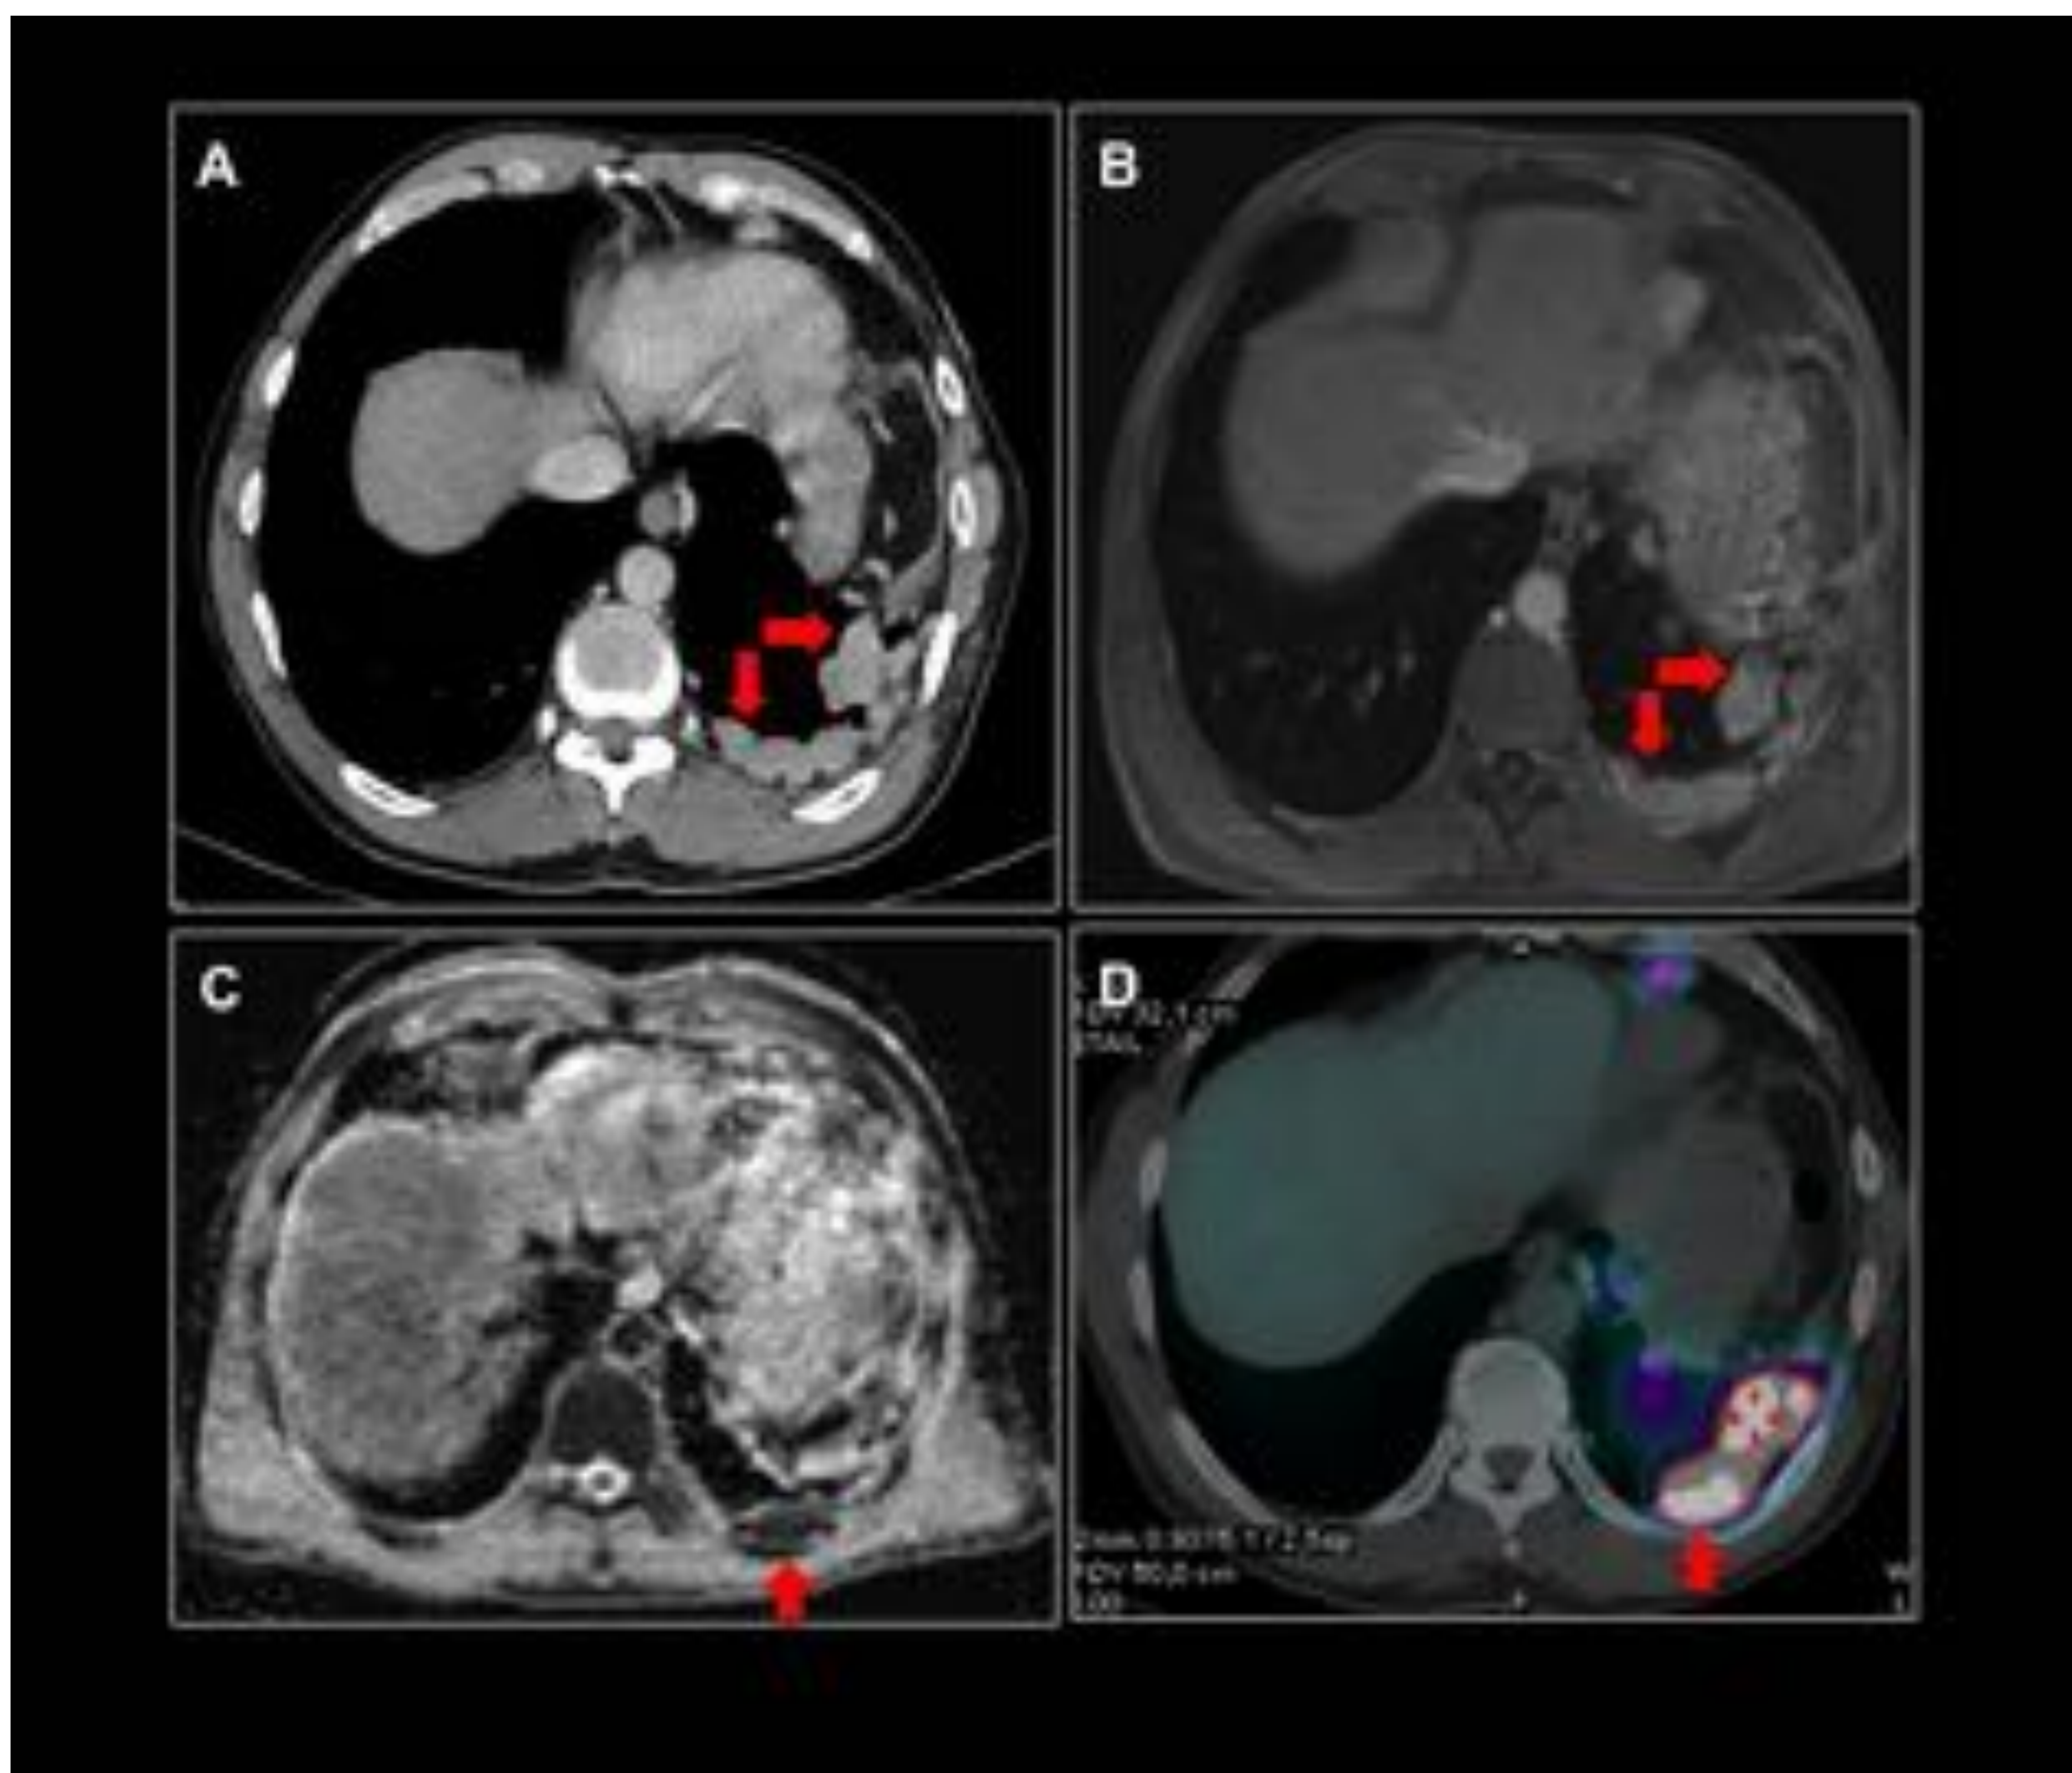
Esplenosis torácica. Tc tórax con contraste (A). RM tórax: Axial T1 con contraste (B), Axial DWI (C), Gammagrafía con hematíes labilizados marcados con ^{99m}Tc . Paciente con antecedente de traumatismo toracoabdominal que presenta lesiones nodulares (flechas rojas) en pleural diafragmática izquierda con realce similar al bazo en el Tc con contraste y en la secuencia T1 con contraste. Además presentan restricción en la secuencia de DWI. Se confirma la existencia de tejido esplénico con la Gammagrafía. Hospital Universitario Central de Asturias.
